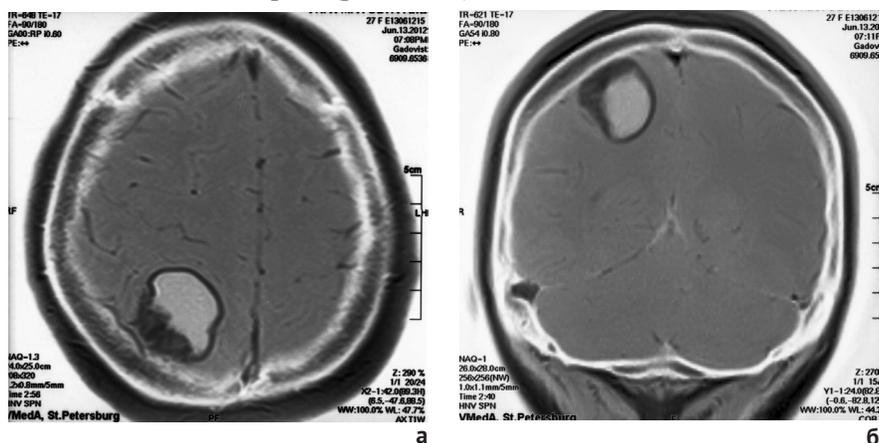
Эмбриональная опухоль. МРТ (а – горизонтальный срез; б – фронтальный срез)
